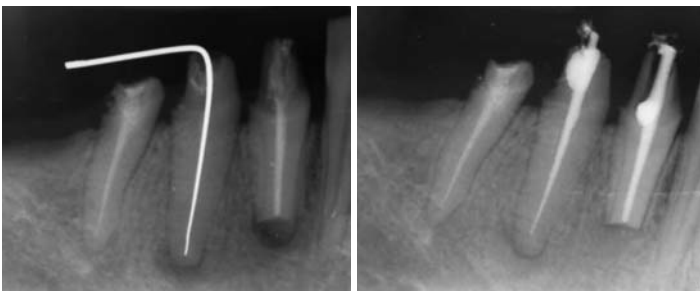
Röntgenaufnahme bei der Messung, Zähne 43 und 44 sind endodontisch revidiert worden. – Abb. 1b: Zustand nach neun Monaten vor weiterer Versorgung.
